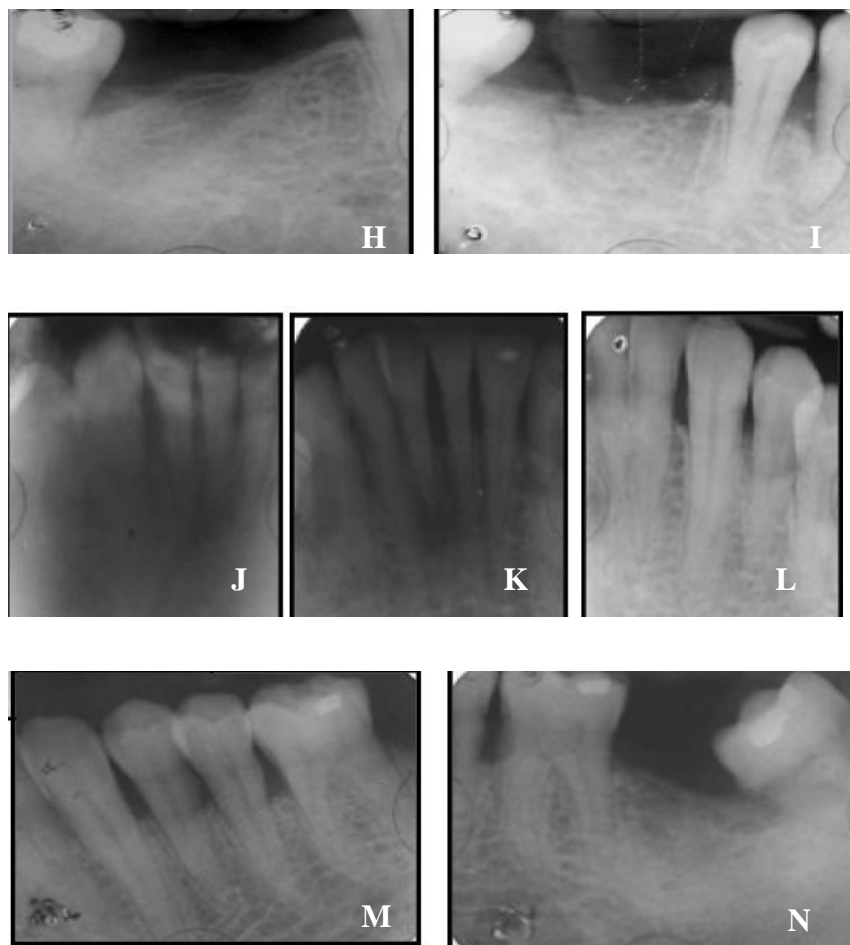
A) Se muestra radiografía periapical de zona de molares donde se visualiza extrusión de primer molar superior y pérdida de tejido óseo, B) Radiografía de premolares donde se observa pérdida de tejido óseo C) Radiografía zona lateral y canino se observa pérdida de tejido óseo importante, D) Radiografía de central y lateral donde se observa pérdida ósea, E) Radiografía de lateral y canino se observa pérdida ósea horizontal, F) Radiografía de premolares donde se observa pérdida ósea vertical y horizontal, G) Radiografía periapical de premolares y molares se observa pérdida de hueso alveolar, defectos óseos horizontales y verticales, H) Radiografía periapical de zona de molares inferiores, se observa ausencia de molares, I) Radiografía de zona de molares y parte de premolares se observa pérdida ósea considerable, J) Radiografía de zona de lateral y canino difusa y poco visible, K) Radiografía de centrales inferiores donde se observa pérdida de tejido óseo, L) Radiografía periapical de lateral y canino se observa pérdida de tejido óseo, M) Radiografía periapical de zona de premolares, se observa pérdida ósea horizontal, N) Radiografía periapical se observa pérdida ósea, ausencia de segundo molar y tercer molar mesializado.²³
